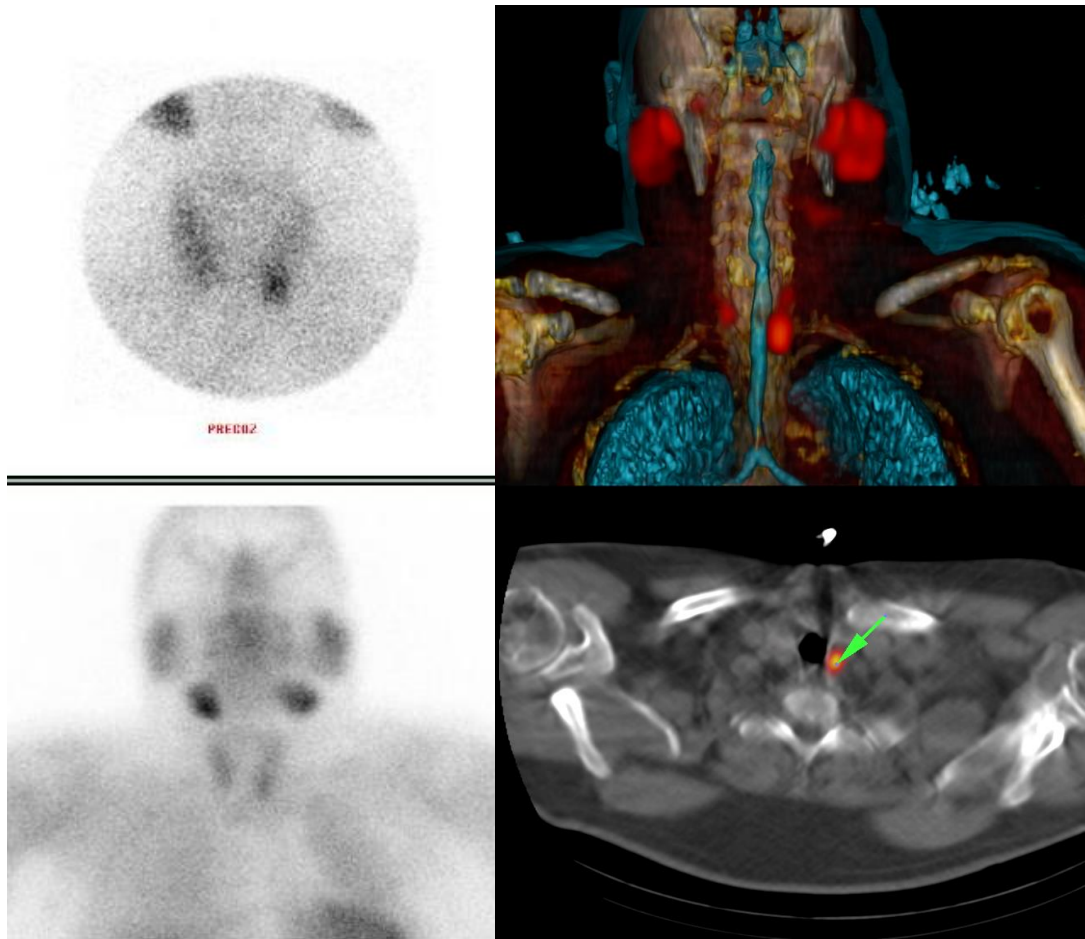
imagen gammagráfica plana y pinhole, en la que se evidencia una lesión hipercaptante inferior izquierda, que en el SPECT-CT con reconstrucción volumétrica se evidencia más claramente.
